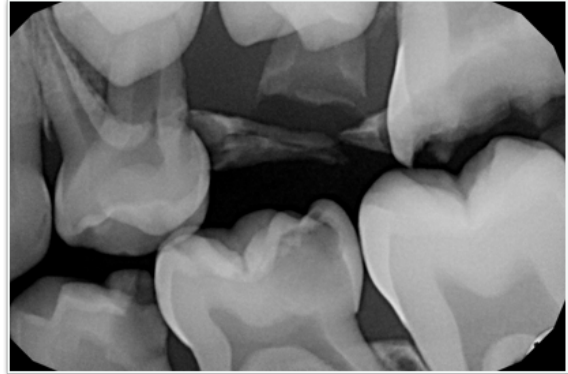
Radiografía aleta de mordida lado izquierdo antes de realizar tratamiento. Noviembre de 2015.
